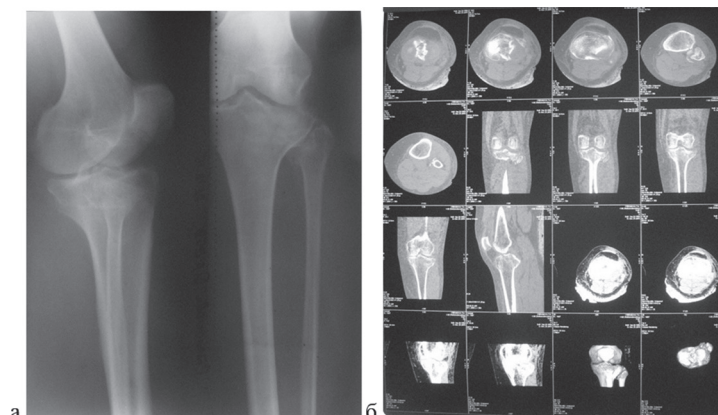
Пациентка С., 60 лет: а – предоперационная рентгенограмма левого коленного сустава в прямой и боковой проекциях; б – предоперационное КТ-исследование левого коленного сустава
